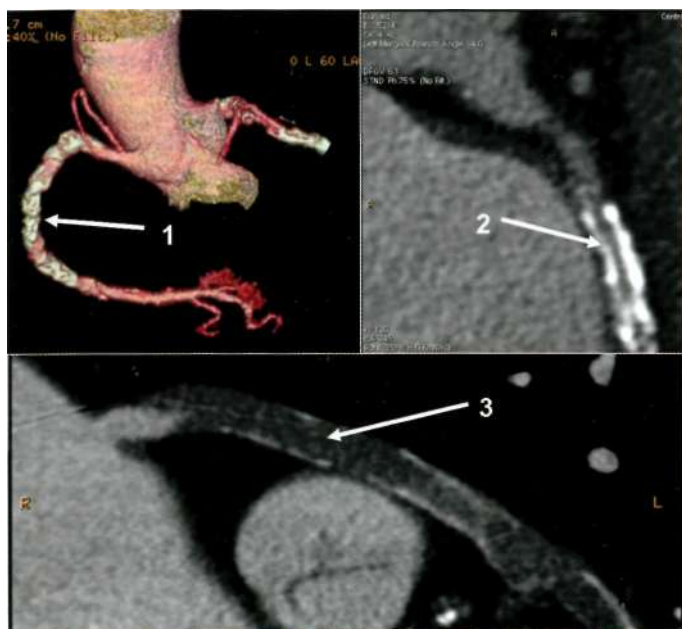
МСКТ-коронарография пациента, которому ранее было выполнено аортокоронарное шунтирование и стентирование обходящей артерии, демонстрирует кальцинированную, но проходимую правую коронарную артерию (1), критический рестеноз стента (2) и хроническую окклюзию шунта с наличием тромботических масс (3).
